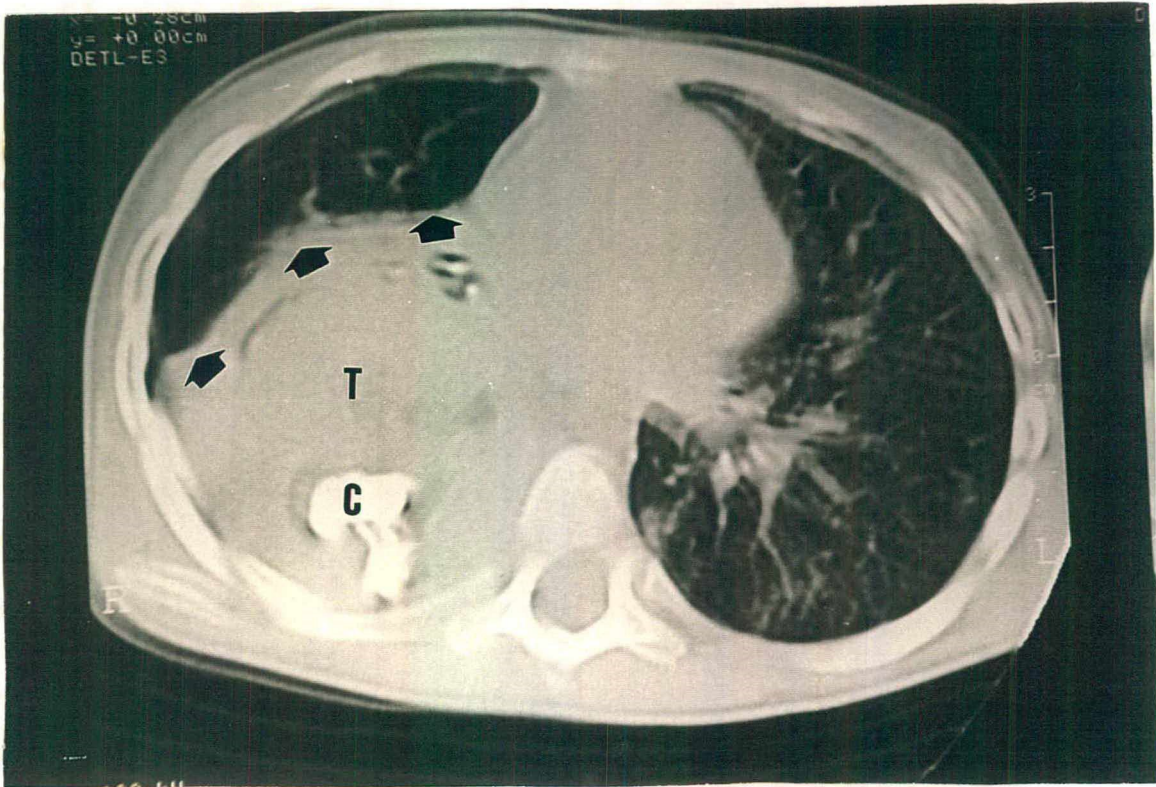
Imagem de tomografia computadorizada, janela para pulmão, mostrando compressão do parênquima pulmonar direito (setas) pela tumoracão mediastinal posterior.
